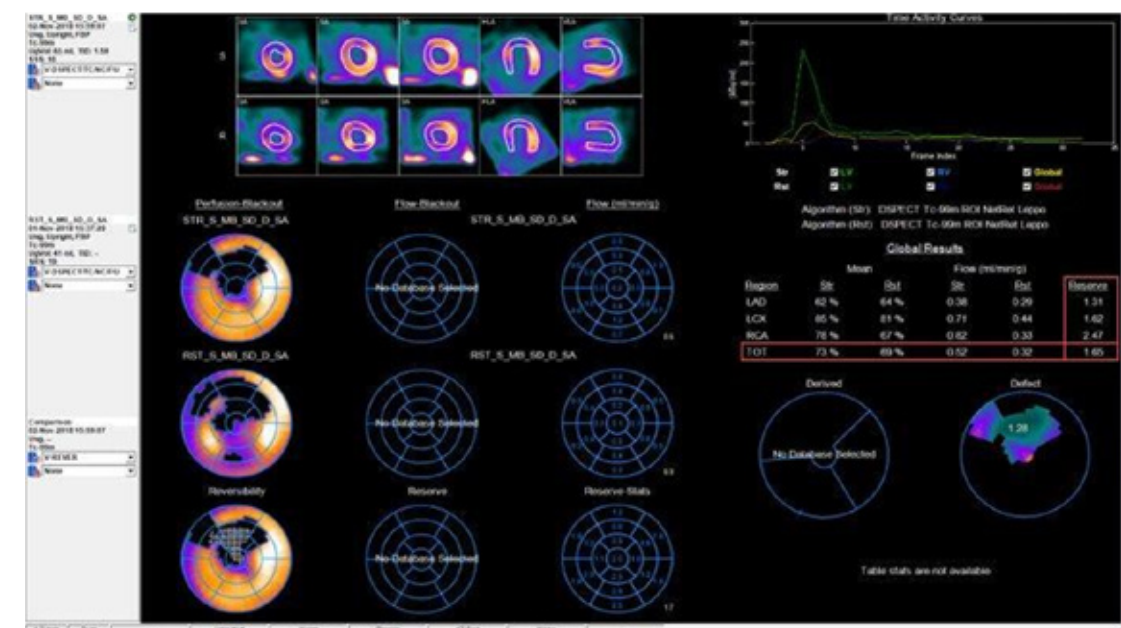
Cálculo de MFR mediante CZT-SPECT utilizando apremio farmacológico con dipiridamol. Arroja un resultado de 1,65 concluyente con DMV dependiente del músculo liso.
